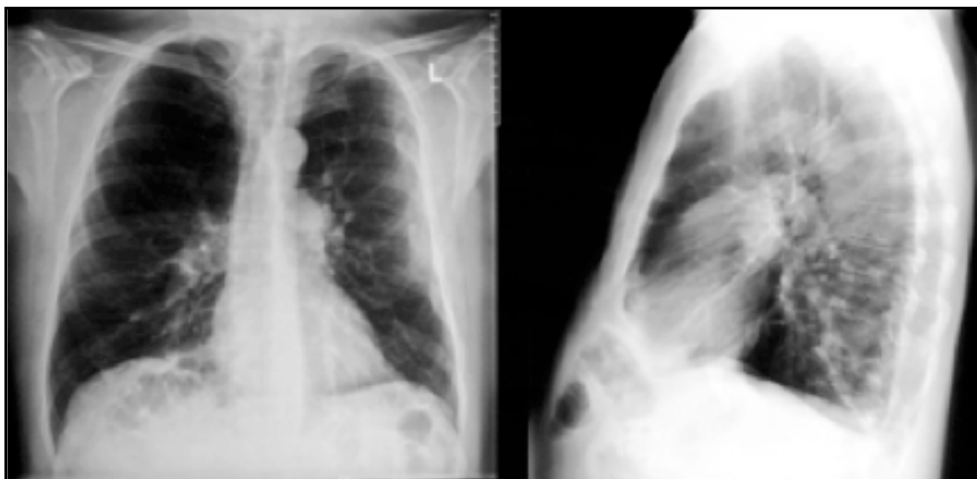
Röntgenthoraxaufnahme vor Ventilimplantation
